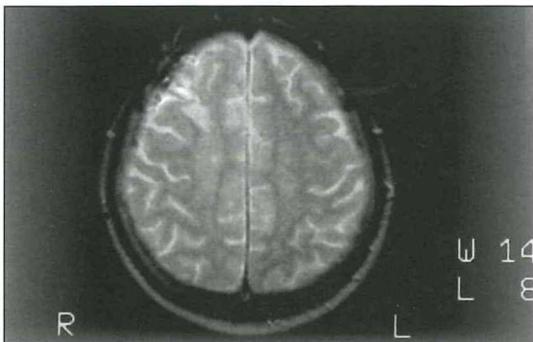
MRT-Untersuchung vom 6.6.96. Unter zytostatischer und antientzündlicher Therapie Regredienz der vaskulitischen Läsionen mit Ausbildung einer residual einzuschätzenden Leukenzephalopathie im T2-gewichteten Transversal- und Parasagittalschnitt
